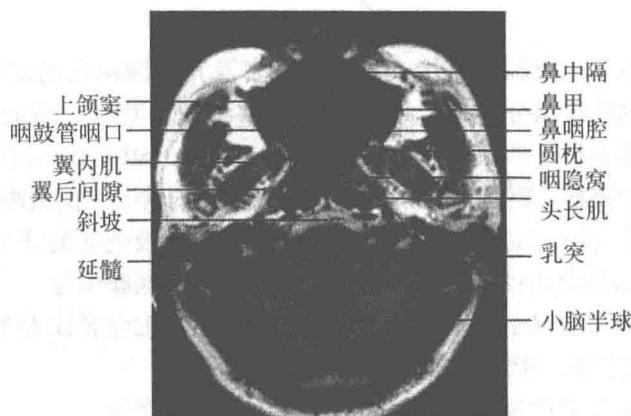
鼻腔、鼻窦正常 MRI T<sub>1</sub>WI 表现
